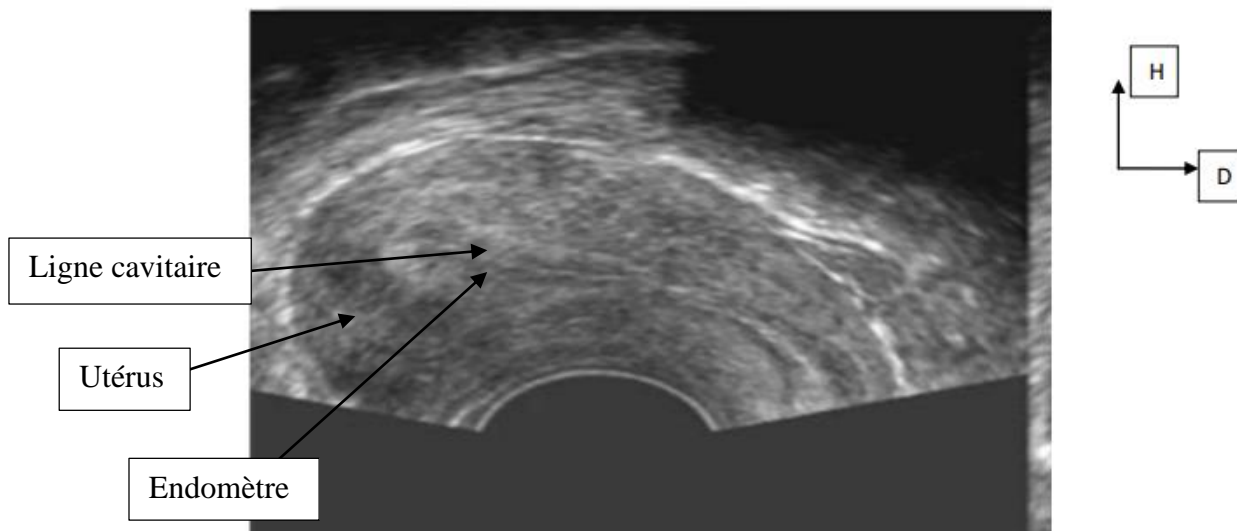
Image échographique par voie endovaginale montrant un utérus en coupe longitudinale avec une ligne cavitaire et l'endomètre bien visualisés (flèches).[2]
